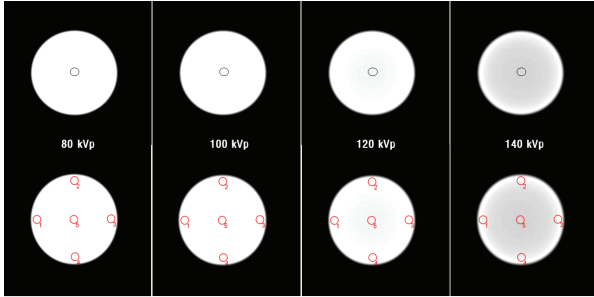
Measurement of CT Value and Pixel Value Change according to kVp Change.
